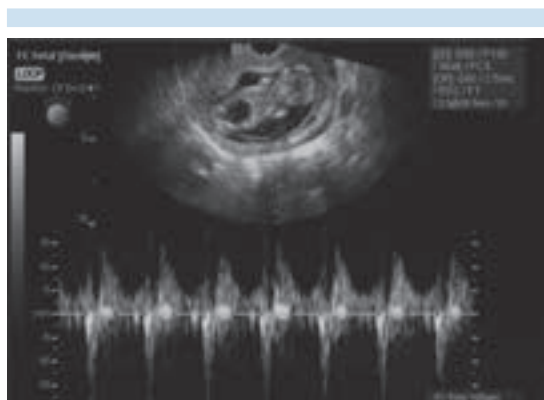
Ultrasonido transvaginal con embarazo de 13 semanas de gestación con megavejiga.
